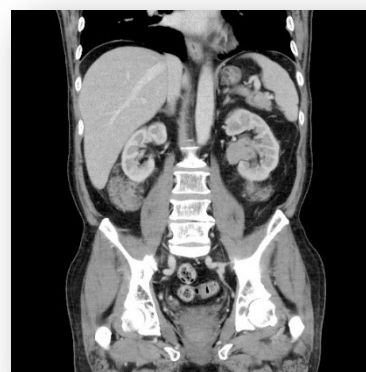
TAC en fase venosa portal (corte coronal): Masas retroperitoneales / perirrenales bilaterales. (lesiones extraóseas)
